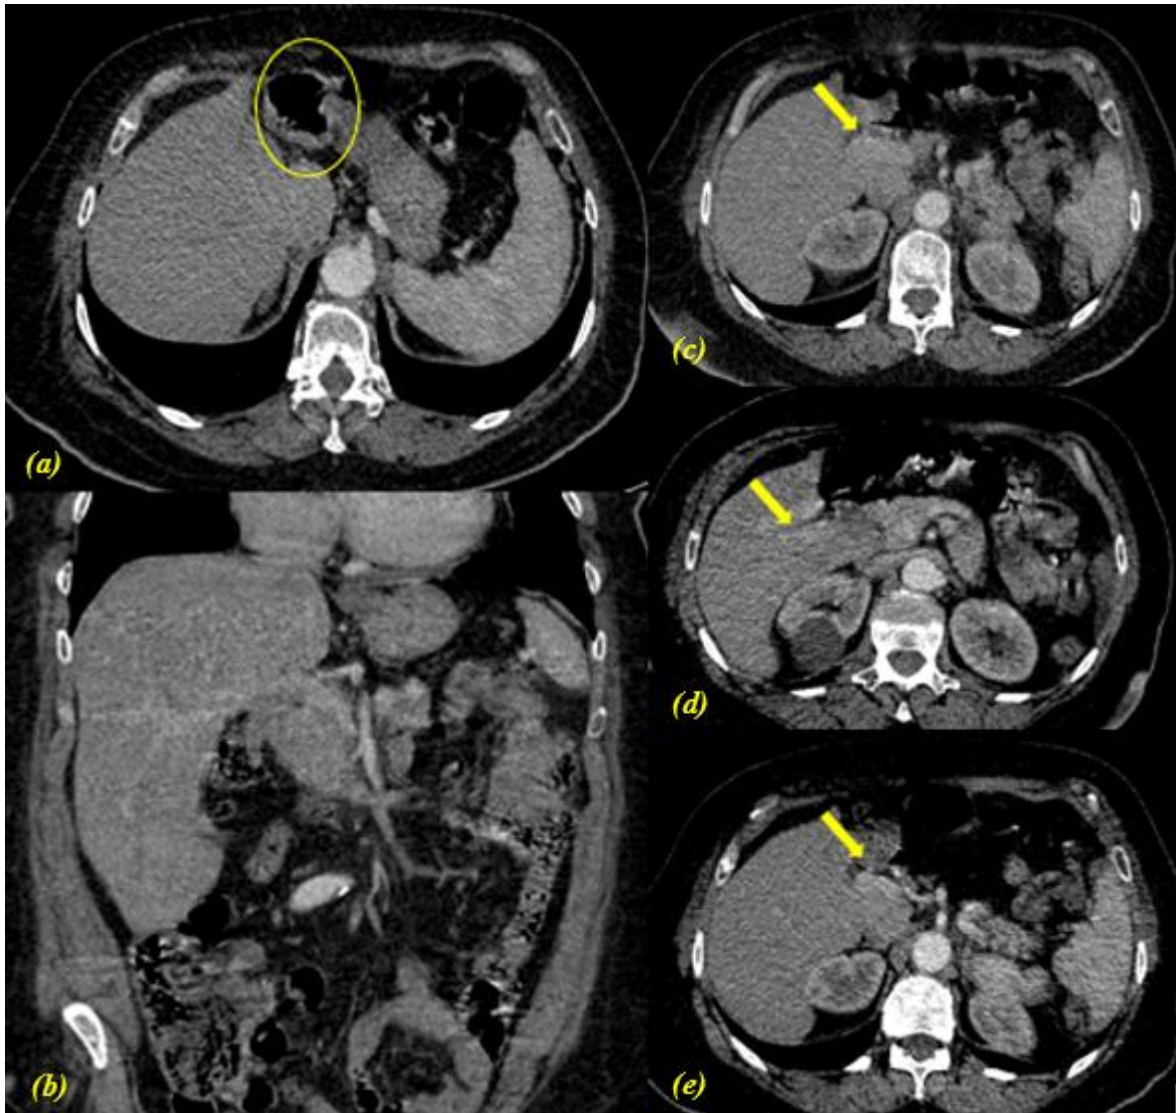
TDM abdominale en coupes axiales (a, c,d,e) et reformation coronale (b) au temps portal Agénésie de la veine porte gauche s'accompagnant d'une agénésie du lobe hépatique gauche, avec individualisation d'une seule veine portale droite (flèches jaunes). A noter une position plus antérieure et médiane du fundus gastrique (Elipse jaune) occupant l'espace hépatique dévolu au segment II-III
